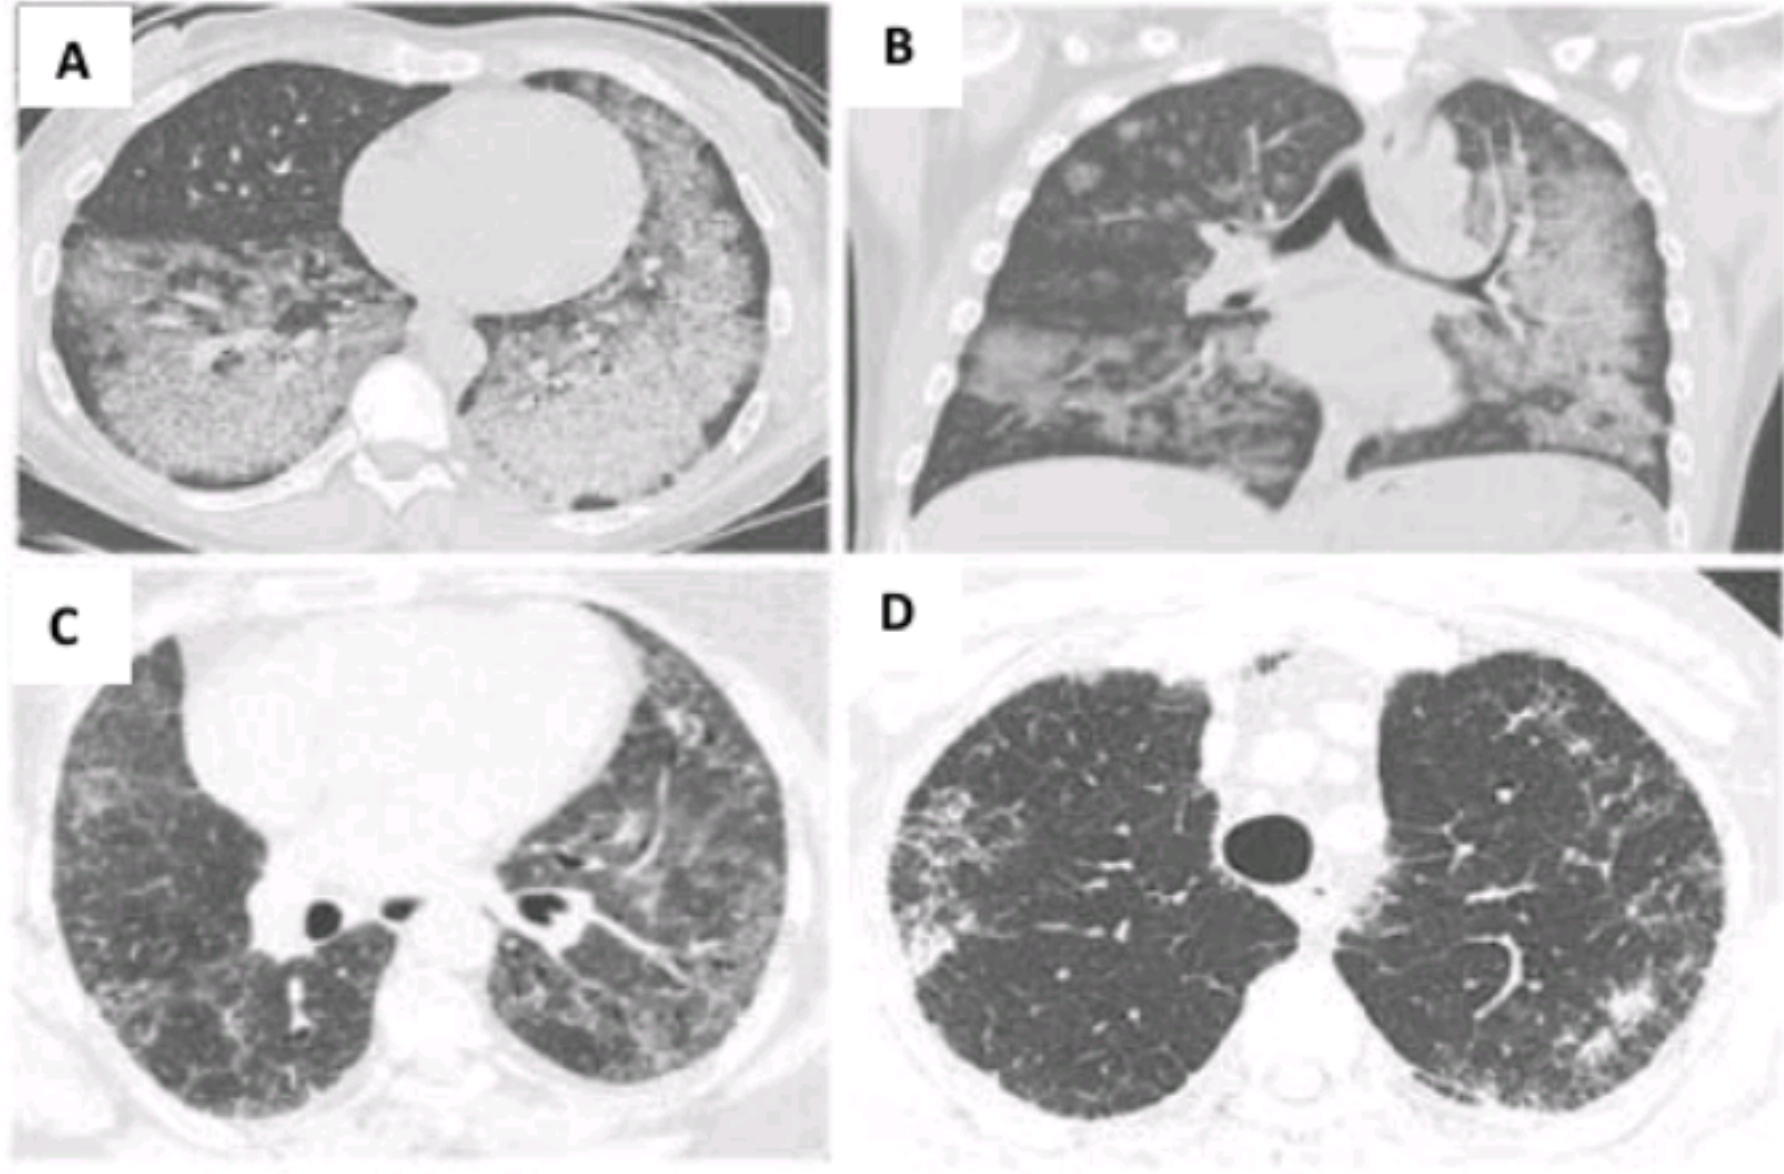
في الصورة (A)، يظهر التصوير المقطعي المحوري (CT) مظهر الزجاج المغشى في الرئة (Ground-glass opacities) مع ذات رئة متعضية (Organizing Pneumonia)، تتركز بشكل رئيسي في الفصوص العلوية، لدى مريضة مصابة بسرطان الرئة الحرشفي غير صغير الخلايا (Squamous Non-Small Cell Lung Cancer) تستخدم دواء دوكيتاكسيل.
